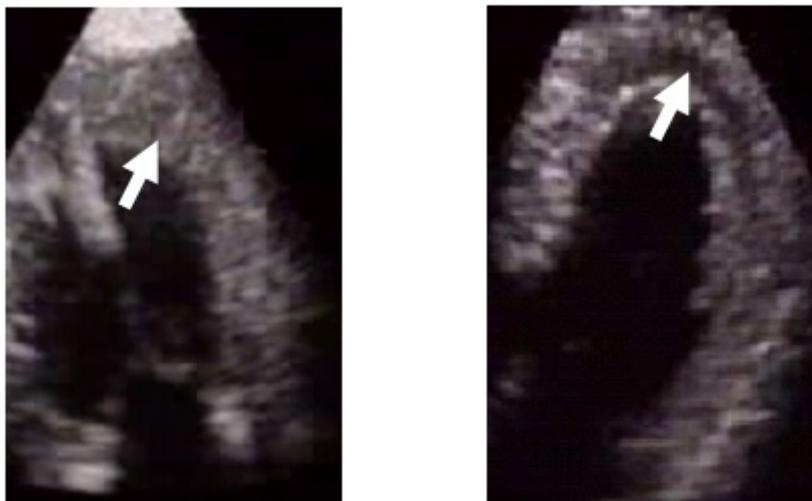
Ecocardiografía con contraste. A. Segmento apical septal y apical lateral sin defectos de perfusión. B. Segmento apical septal y apical lateral con defecto de perfusión.
